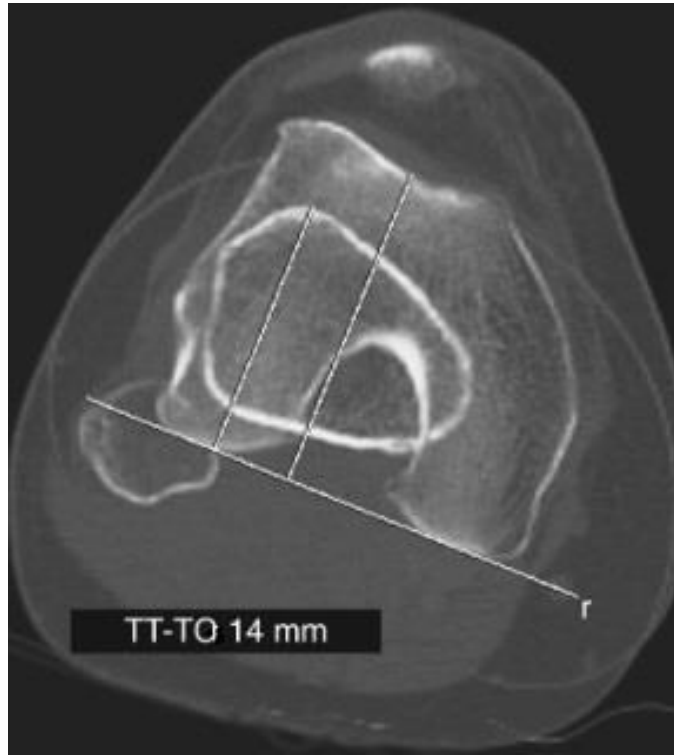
BT'nin aksiyal görüntülerinde TD değerlendirilmesi
